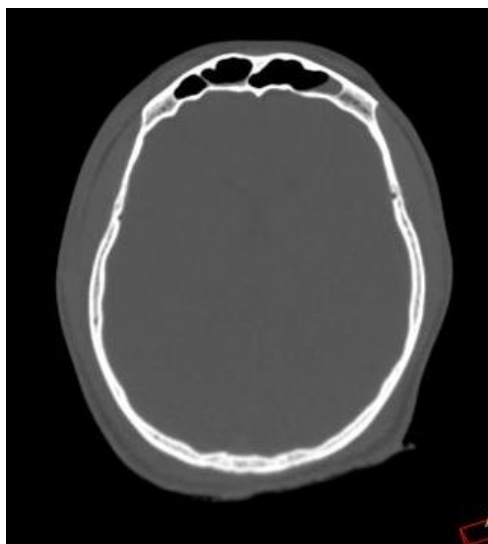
Содержимое в лобных пазухах. Посмертное КТ-исследование
